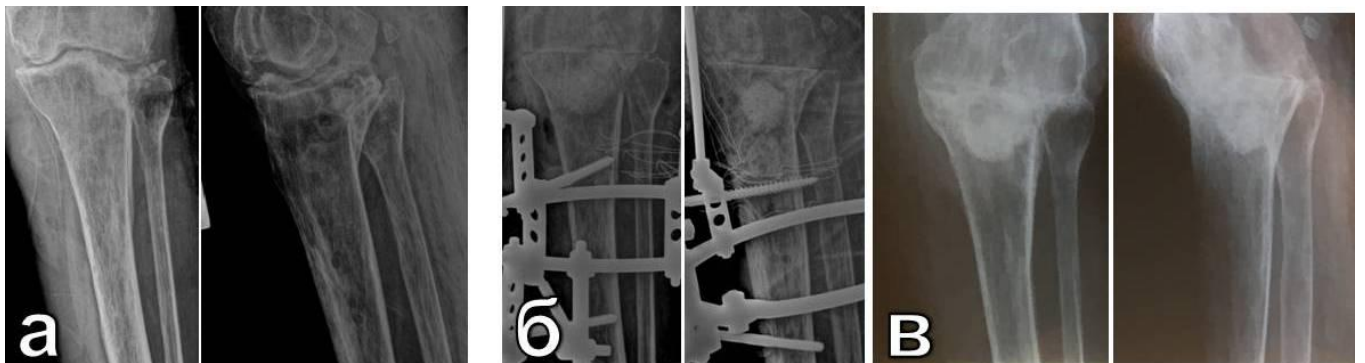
Фоторентгенограммы пациентки С., с хроническим посттравматическим остеомиелитом верхней трети левой большеберцовой кости, осложненным левосторонним гонитом, на фоне ревматоидного полиартрита: а – до операции; б – после одноэтапной операции артродеза коленного сустава в АВФ и заполнением костного дефекта ТКФ-ГА, импрегнированным фосфомицином; в – стойкая ремиссия остеомиелита с формированием костного анкилоза спустя 18 мес. после операции
